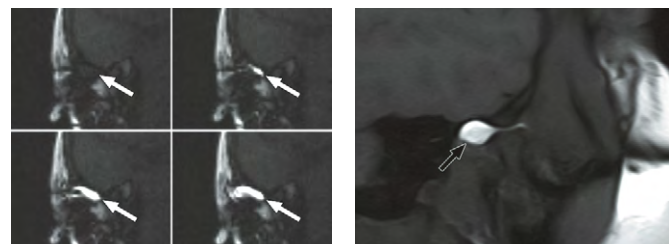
Изображение ВНЧС во время введения в него препарата с контрастированием под контролем МРТ [40]
